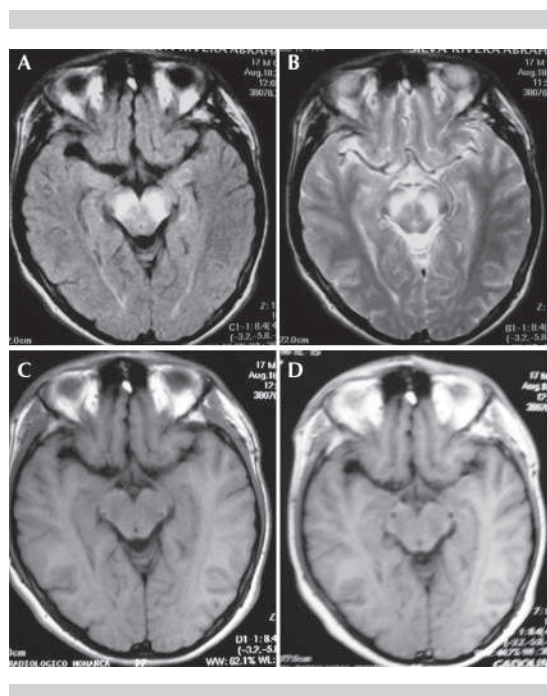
Resonancia magnética nuclear del encéfalo. A y B. Nótese la hiperintensidad en la sustancia negra en secuencias FLAIR y T2. C y D. Hipointensidad inusual en fases T1 simple y contrastada (asteriscos).
